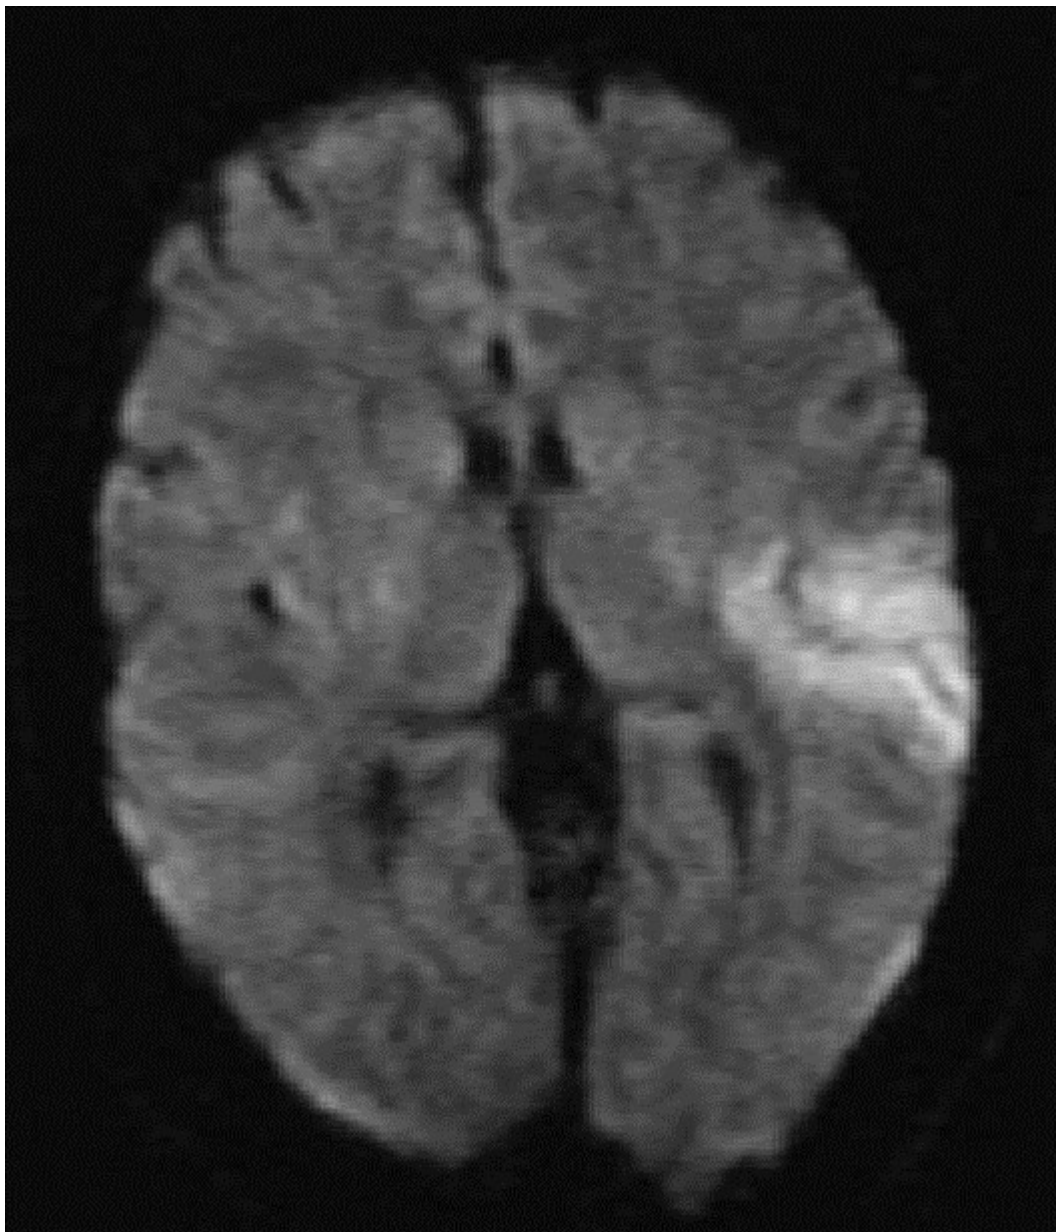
1. Диффузионно-взвешенная МРТ острого инфаркта в бассейне левой средней мозговой артерии через 1,5 ч после появления симптомов. Белым цветом показана зона мозга с отсутствием кровотока.
